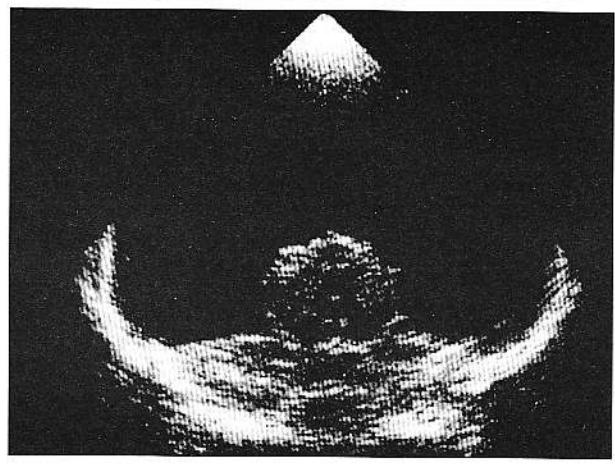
Holoprosencefalie alobara (P.M.), secțiune ecografică coronală occipitală prin fontanela anterioară.
